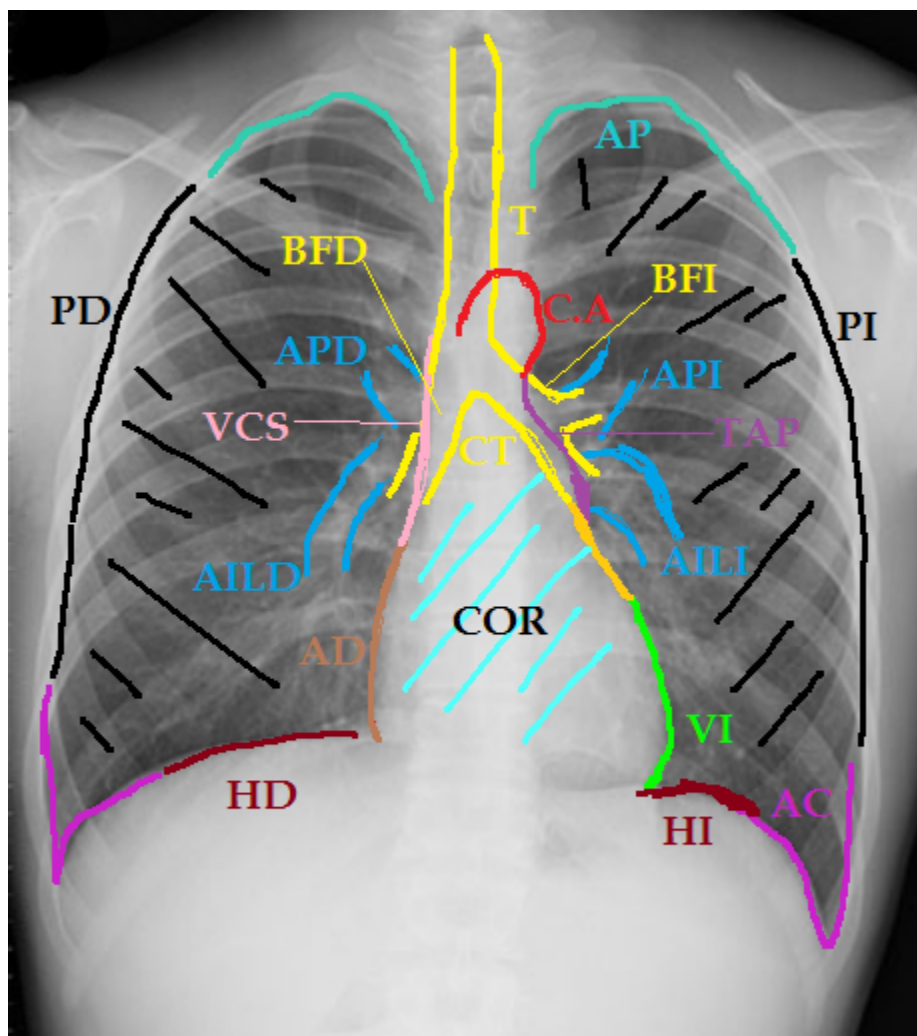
Sochradi. (2020). Radiografía de tórax. Recuperado de: [shorturl.at/couFZ](https://shorturl.at/couFZ)
